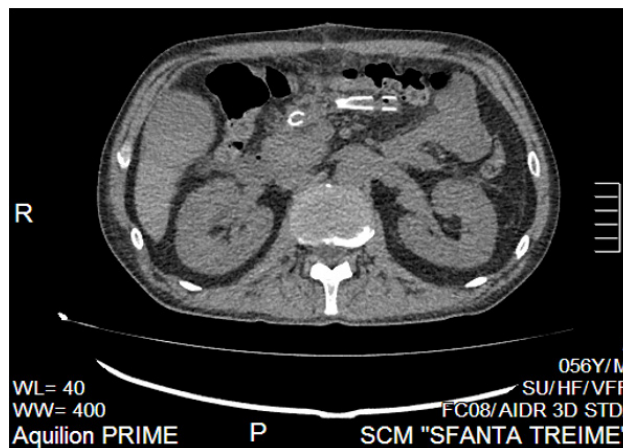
CT abdominal postoperator. Drenarea colecției peripancreatice.
